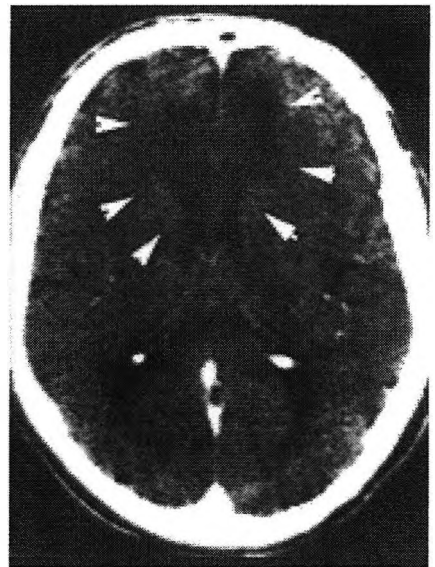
TAC de un paciente con isquemia bifrontal por afectación de ambas cerebrales anteriores.
